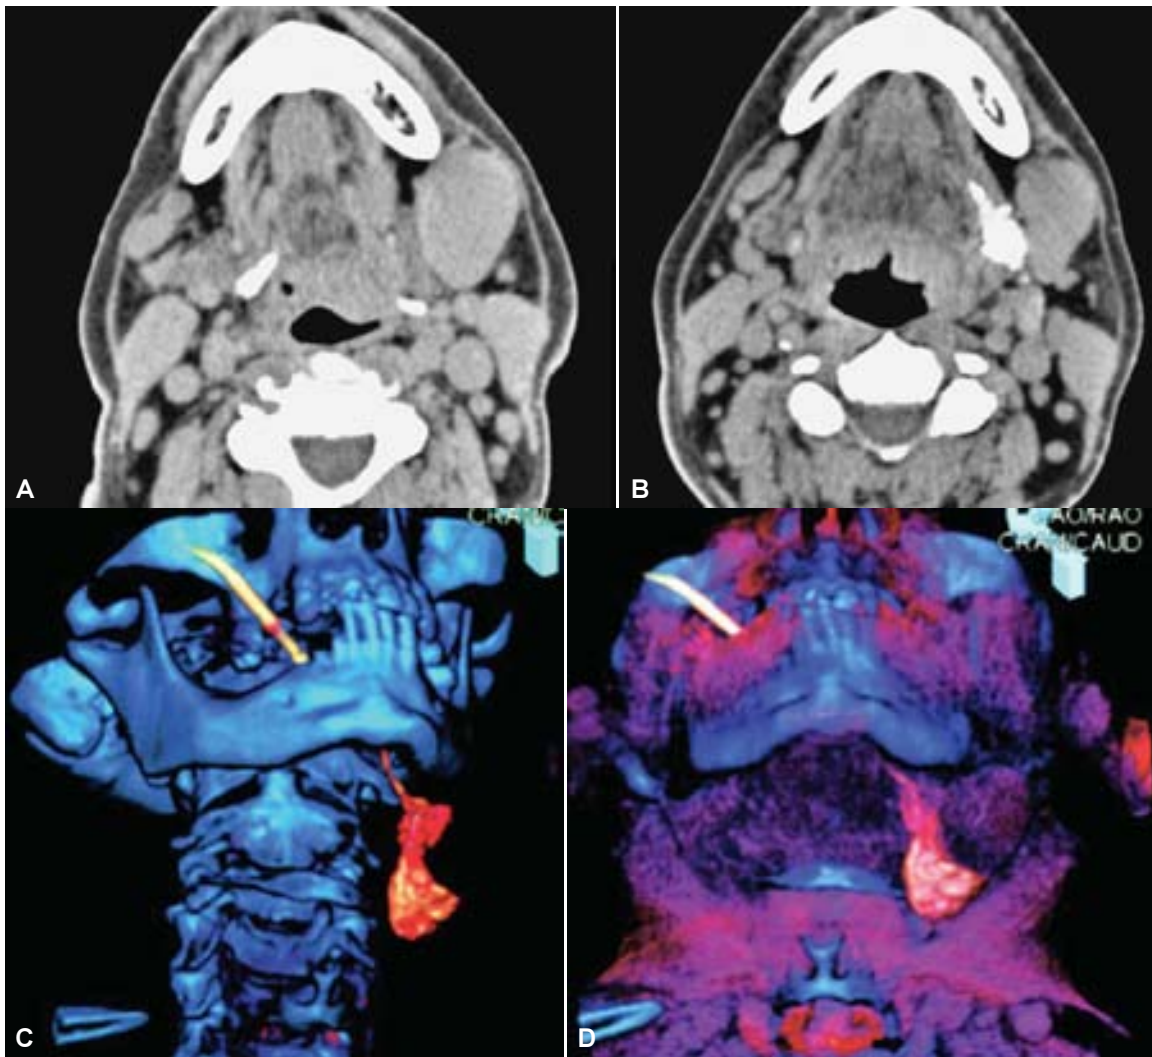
Paciente masculino de 57 años quien fue enviado por crecimiento glandular inespecífico. (A) Tomografía en fase simple donde se observa tumoración única a nivel de glándula submandibular izquierda. (B) Sialografía Multicorte donde se observa que la tumoración no está dentro del parénquima glandular. (C, D) Reconstrucciones tridimensionales que demuestran tumoración a nivel submandibular que no involucra la glándula.
